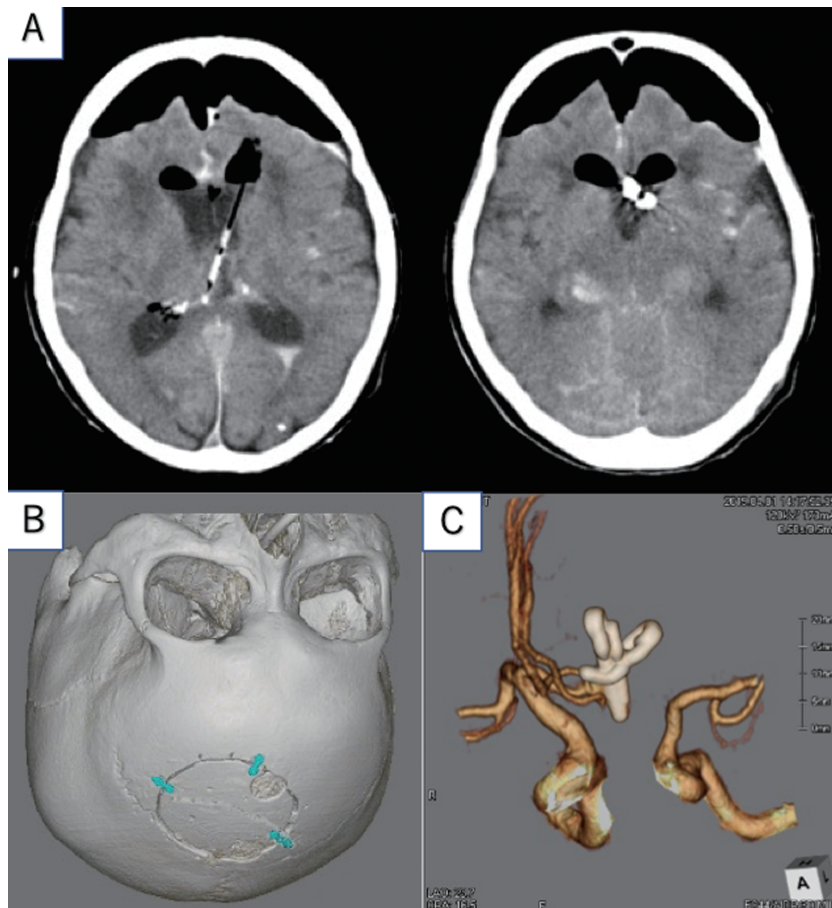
A: Postoperative CT demonstrating the removal of the packed intraventricular hematoma. B: Postoperative 3D bone CT indicating the range of the craniotomy. Burr hole trepanation was conducted at the location of the ventriculostomy, 2.5 cm × 2.5 cm forward and left outside from bregma. C: Postoperative 3D CT angiography shows almost complete obliteration of the aneurysm.
